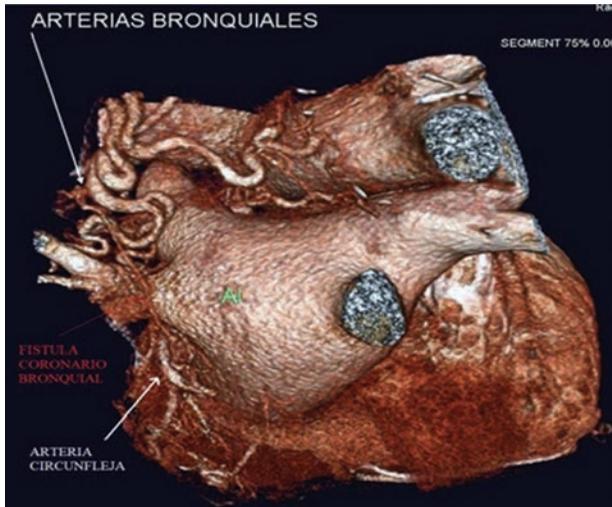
Vista posterior del corazón por reconstrucción de tomografía computada multicorte, donde se observa importante desarrollo de las arterias bronquiales izquierdas en comunicación con ramas auriculares de la arteria circunfleja.
